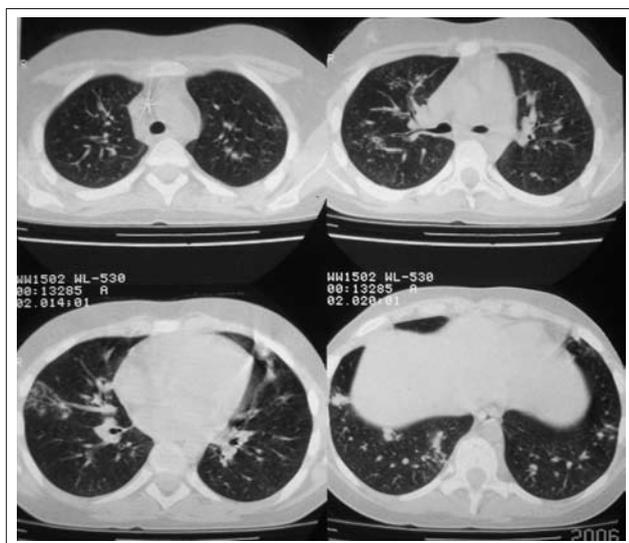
Инвазивный аспергиллез. КТ легких от 02.11.06 г.
